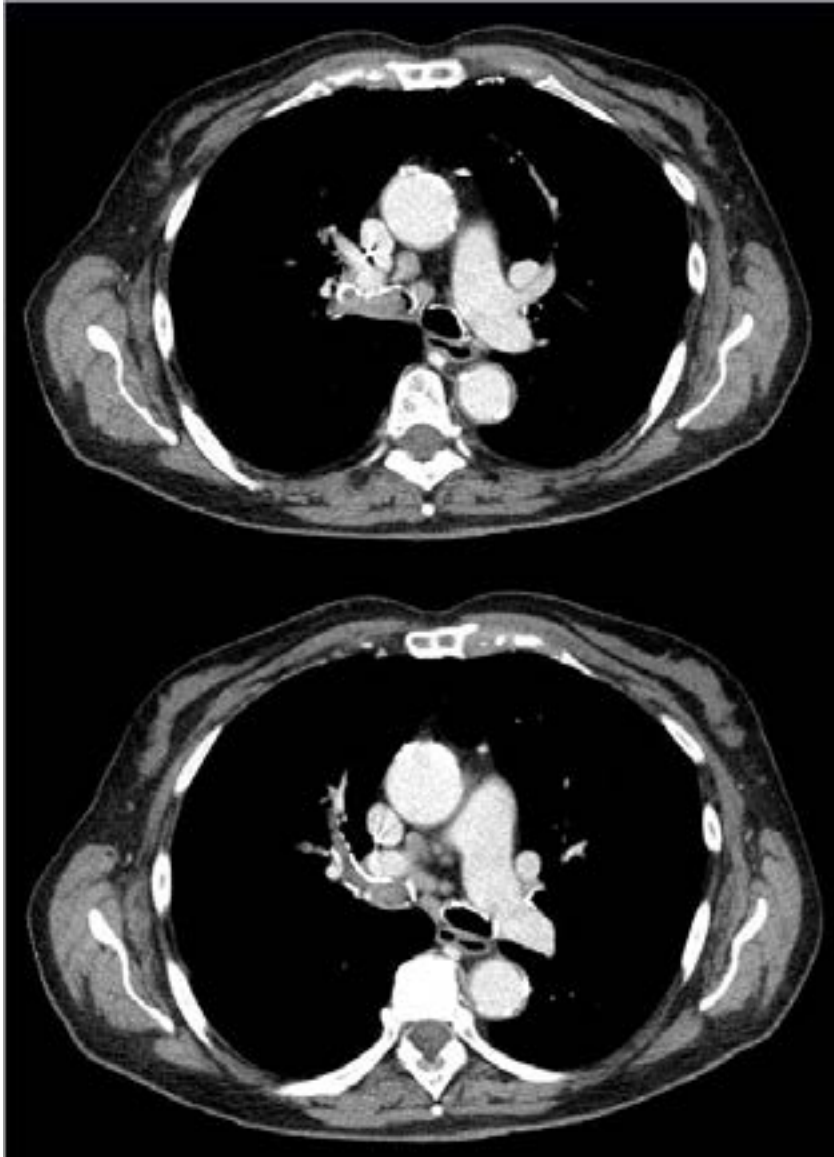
TC de tórax realizado al ingreso en planta de Medicina Interna. Ocupación de bronquio principal y superior derechos
